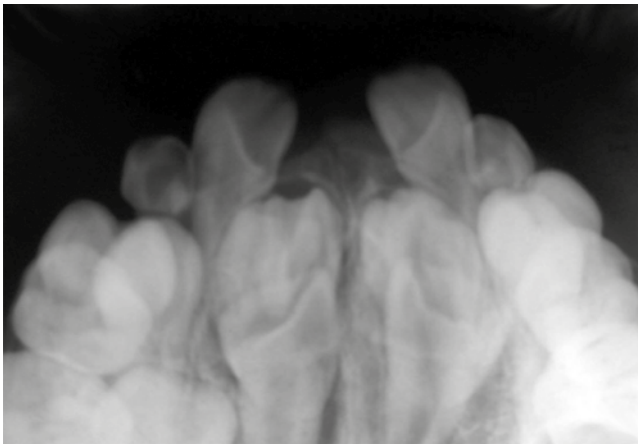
Radiografía Cefalograma Lateral donde se aprecian las dos malformaciones dentarias asociadas a *dens in dente* e incisivos centrales superiores en posición labial.
